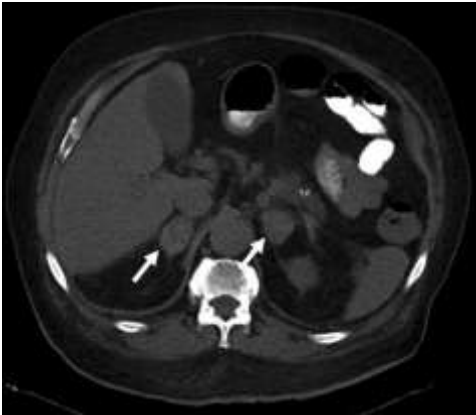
Adrenal kist BT görünümü
